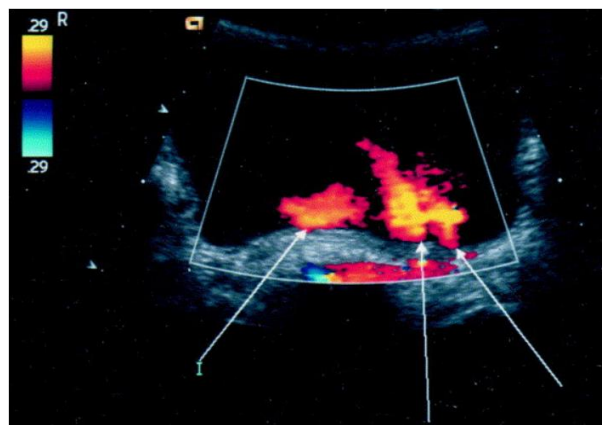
Coupe transversale échographique au niveau de la jonction vésico-urétrale, visualisation des jets urétraux au doppler couleur, révélant une duplication urétrale gauche (flèche).
